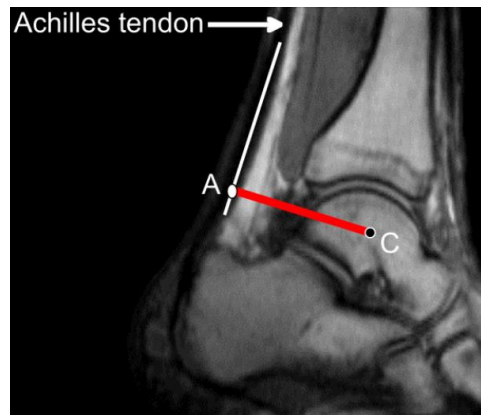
Scanner IRM d'un tendon d'achille sain
